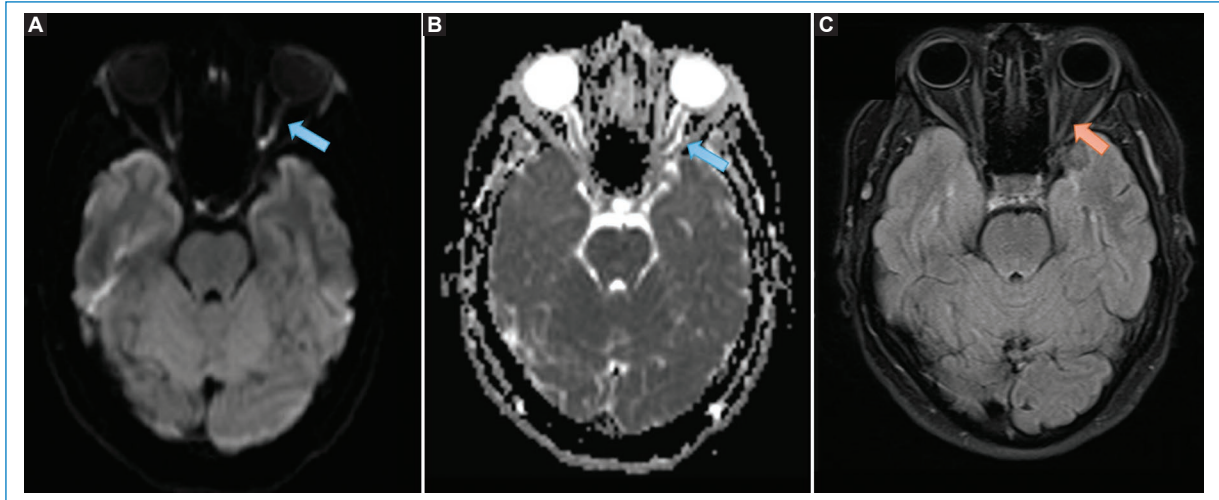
Lesión en la región posterior del segmento intraorbitario izquierdo con restricción en las secuencias de difusión DWI (A) y mapa ADC (B), sin representación en la secuencia FLAIR (C), en relación con isquemia del nervio óptico tras una intervención estética (flecha). Se observa el nervio óptico izquierdo (C, flecha). No se encontraron otras lesiones en el resto del parénquima cerebral.
